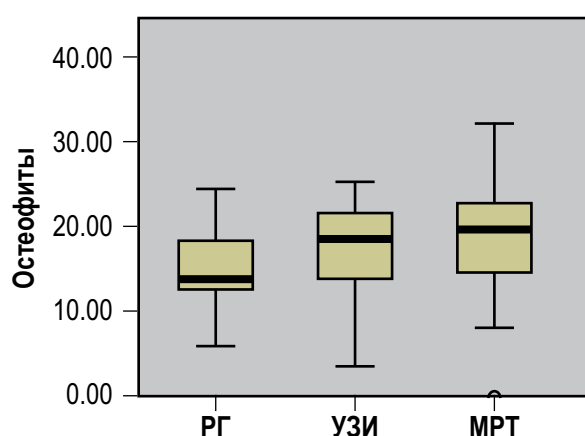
Сравнение результатов РГ, УЗИ и МРТ по параметру «остеофиты» непараметрическим анализом Kruskal–Wallis
